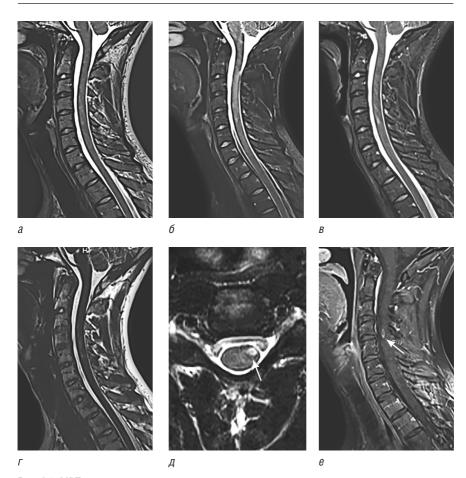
МРТ спинного мозга пациента с рассеянным склерозом в сагиттальной проекции в режимах Т2 в импульсной последовательности «спиновое эхо» (a), в импульсной последовательности «инверсия—восстановление» с различными показателями ТЕ (времени эха): 204 мс (σ), 57 мс (σ), 9,8 мс (σ) и в режиме Т1 после введения контрастного вещества (σ). В левых отделах спинного мозга выявляется очаг демиелинизации (указан стрелкой), визуализируемый в режиме Т2 в аксиальной проекции (σ), интенсивно кольцевидно накапливающий контрастное вещества в режиме Т1 (указан стрелкой), на фоне диффузных изменений в спинном мозге, определяемых в различных режимах в сагиттальной плоскости
